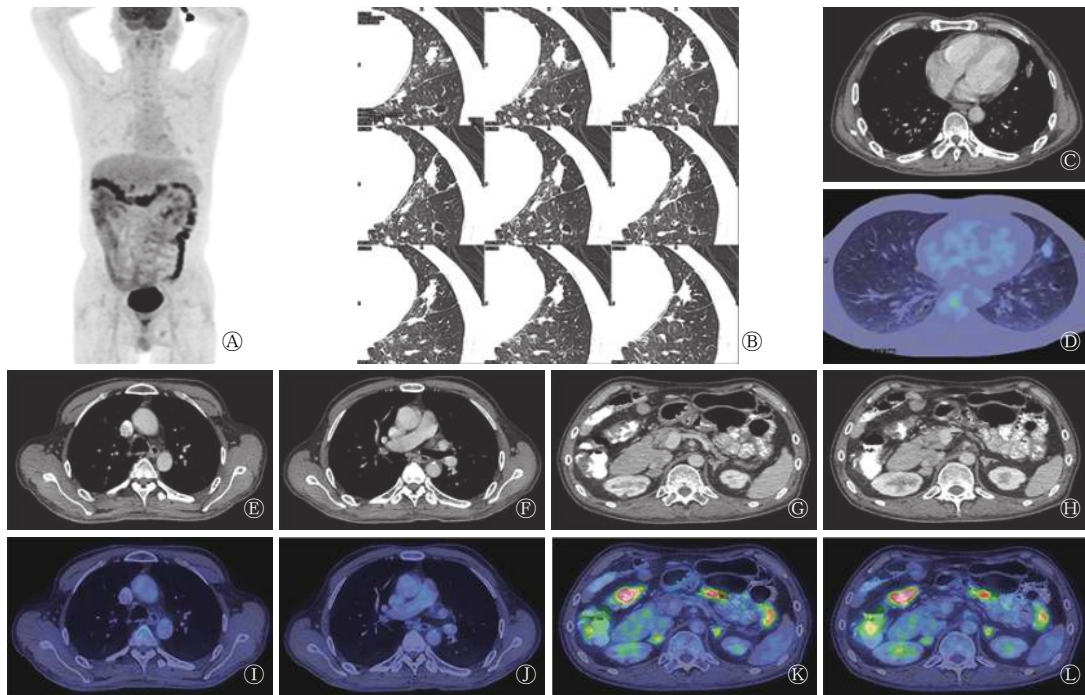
肺结核病患者(男性, 61岁)的¹⁸F-FDG PET/CT图 图中, A: 全身 MIP 图; B-D: 肺部病灶横断位薄层 CT 图、增强 CT 图、PET/CT 融合图; E-F: 纵隔内不同淋巴结横断位增强 CT 图; I-J: 纵隔内不同淋巴结横断位 PET/CT 融合图; G-H: 双侧肾上腺横断位增强 CT 图; K-L: 双侧肾上腺横断位 PET/CT 融合图。FDG: 氟脱氧葡萄糖; PET: 正电子发射断层显像术; CT: 计算机体层摄影术; MIP: 最大密度投影。
